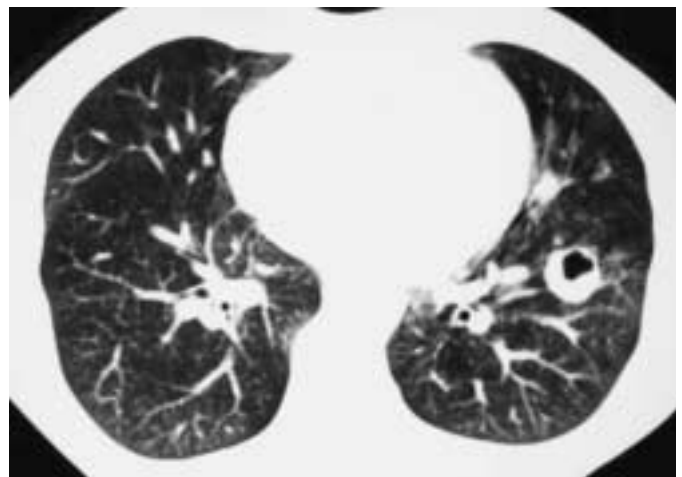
CT-Thorax mit Darstellung einer Kaverne in S8 links.
